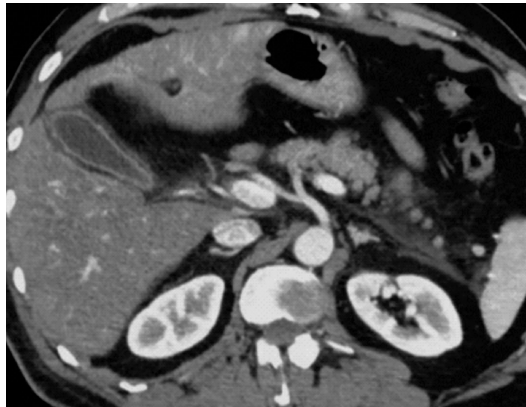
Интерстициальная форма острого панкреатита. Компьютерная томограмма на уровне поджелудочной железы после болюсного введения контрастного вещества, артериальная фаза. Отмечаются нерезкая инфильтрация парапанкреатической жировой клетчатки, утолщение передней почечной фасции слева. После введения контрастного препарата паренхима поджелудочной железы однородная – участков некроза паренхимы железы не выявлено.
